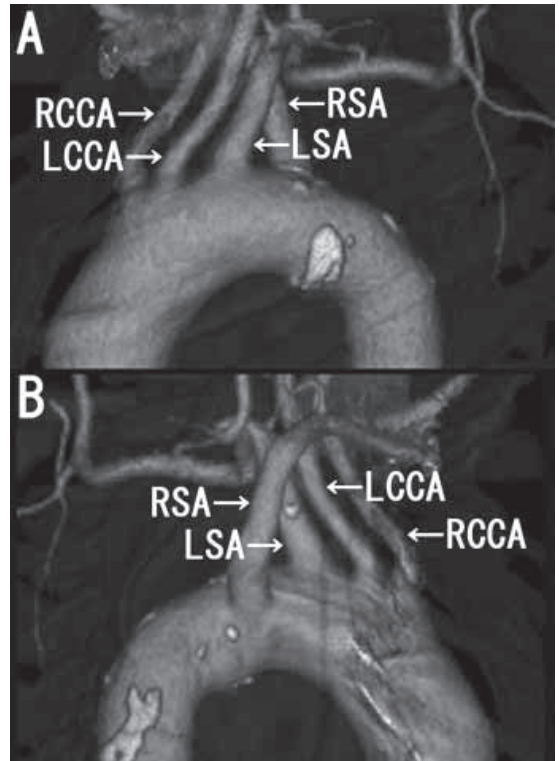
3D-CT：A は左前方から見た図であり，B は右後方から見た図である。
